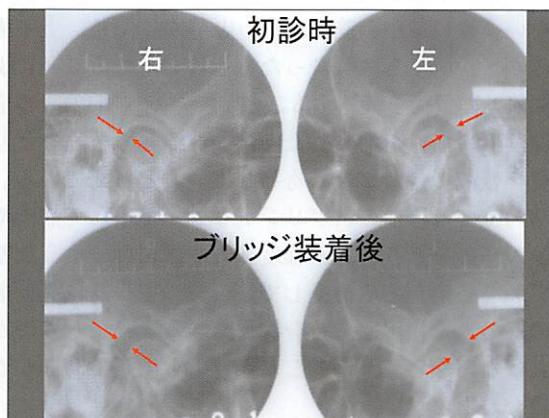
咬頭嵌合位の顎関節X線規格写真。初診時（上）と比較してブリッジ装着後（下）は関節窩内で左右下顎頭はより一層前方位となっている
